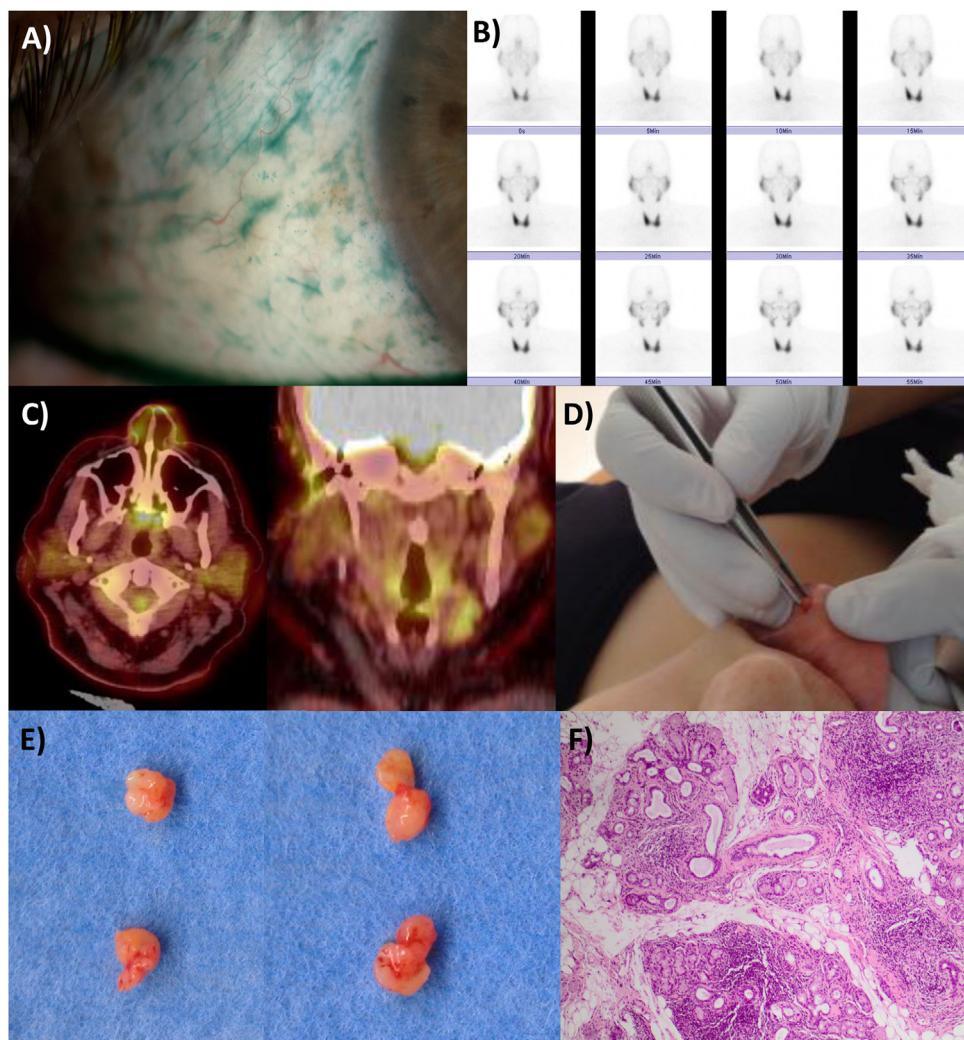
Evaluación de la alteración glandular en el síndrome de Sjögren. A) Tinción corneal con verde de lisamina. B) Gammagrafía salivar parótidea con disfunción grado III. C) Moderada captación hipermetabólica bilateral de las glándulas parótidas en PET-TC. D) Técnica de incisión mínima de la mucosa labial para la realización de la biopsia de glándulas salivales menores. E) Aspecto macroscópico de las glándulas salivales menores extraídas. F) Estudio histopatológico compatible con sialoadenitis focal linfocitaria.
